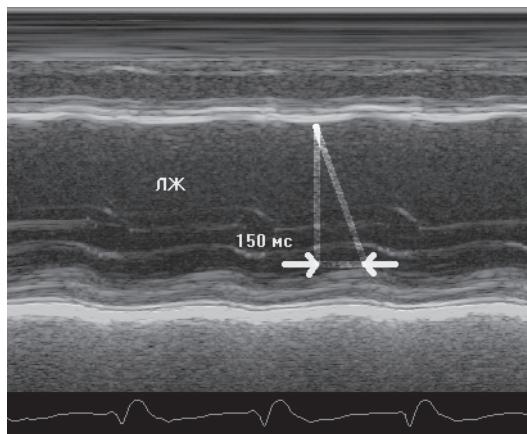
Эхокардиография в M-режиме. Межжелудочковая механическая задержка 150 мс - выраженный асинхронизм.
